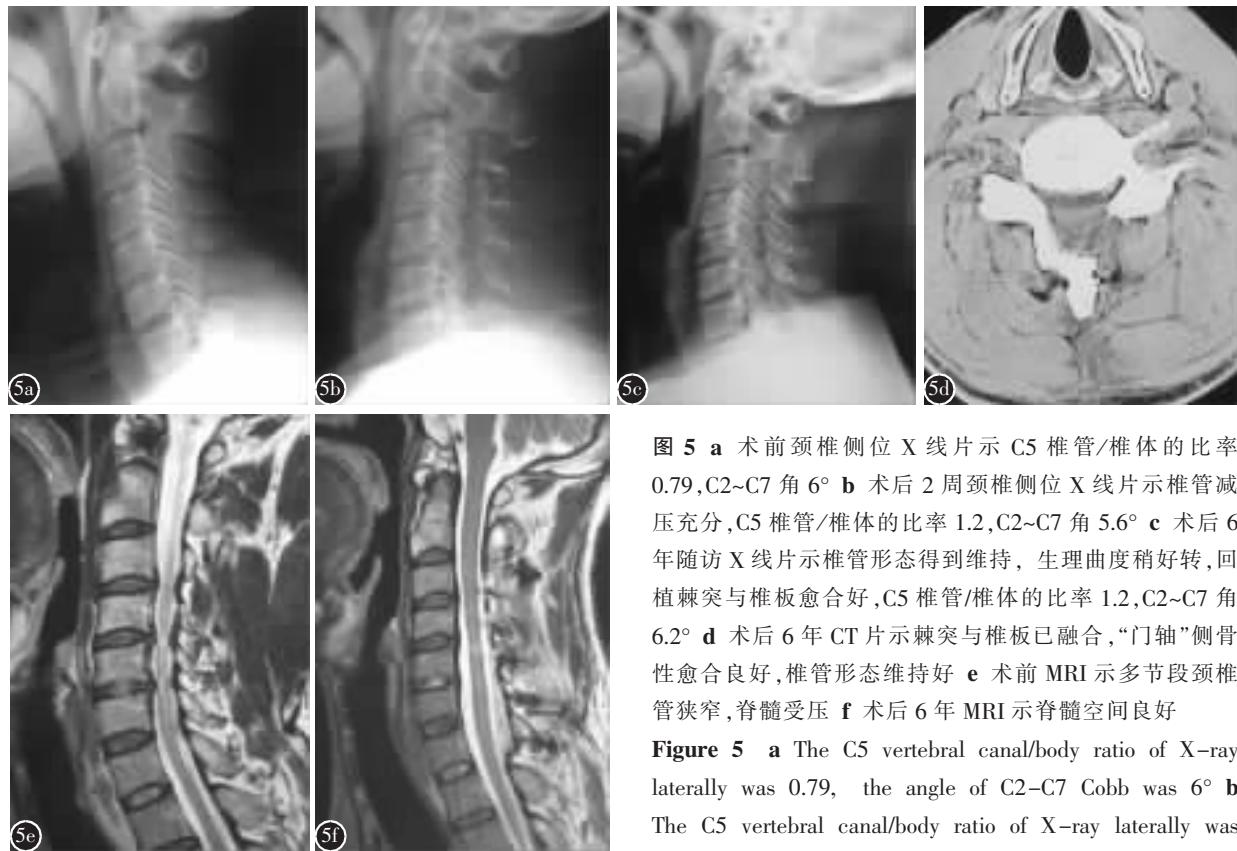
a 术前颈椎侧位 X 线片示 C5 椎管/椎体的比率 0.79,C2~C7 角 6° b 术后 2 周颈椎侧位 X 线片示椎管减压充分,C5 椎管/椎体的比率 1.2,C2~C7 角 5.6° c 术后 6 年随访 X 线片示椎管形态得到维持,生理曲度稍好转,回植棘突与椎板愈合好,C5 椎管/椎体的比率 1.2,C2~C7 角 6.2° d 术后 6 年 CT 片示棘突与椎板已融合,“门轴”侧骨性愈合良好,椎管形态维持好 e 术前 MRI 示多节段颈椎管狭窄,脊髓受压 f 术后 6 年 MRI 示脊髓空间良好
